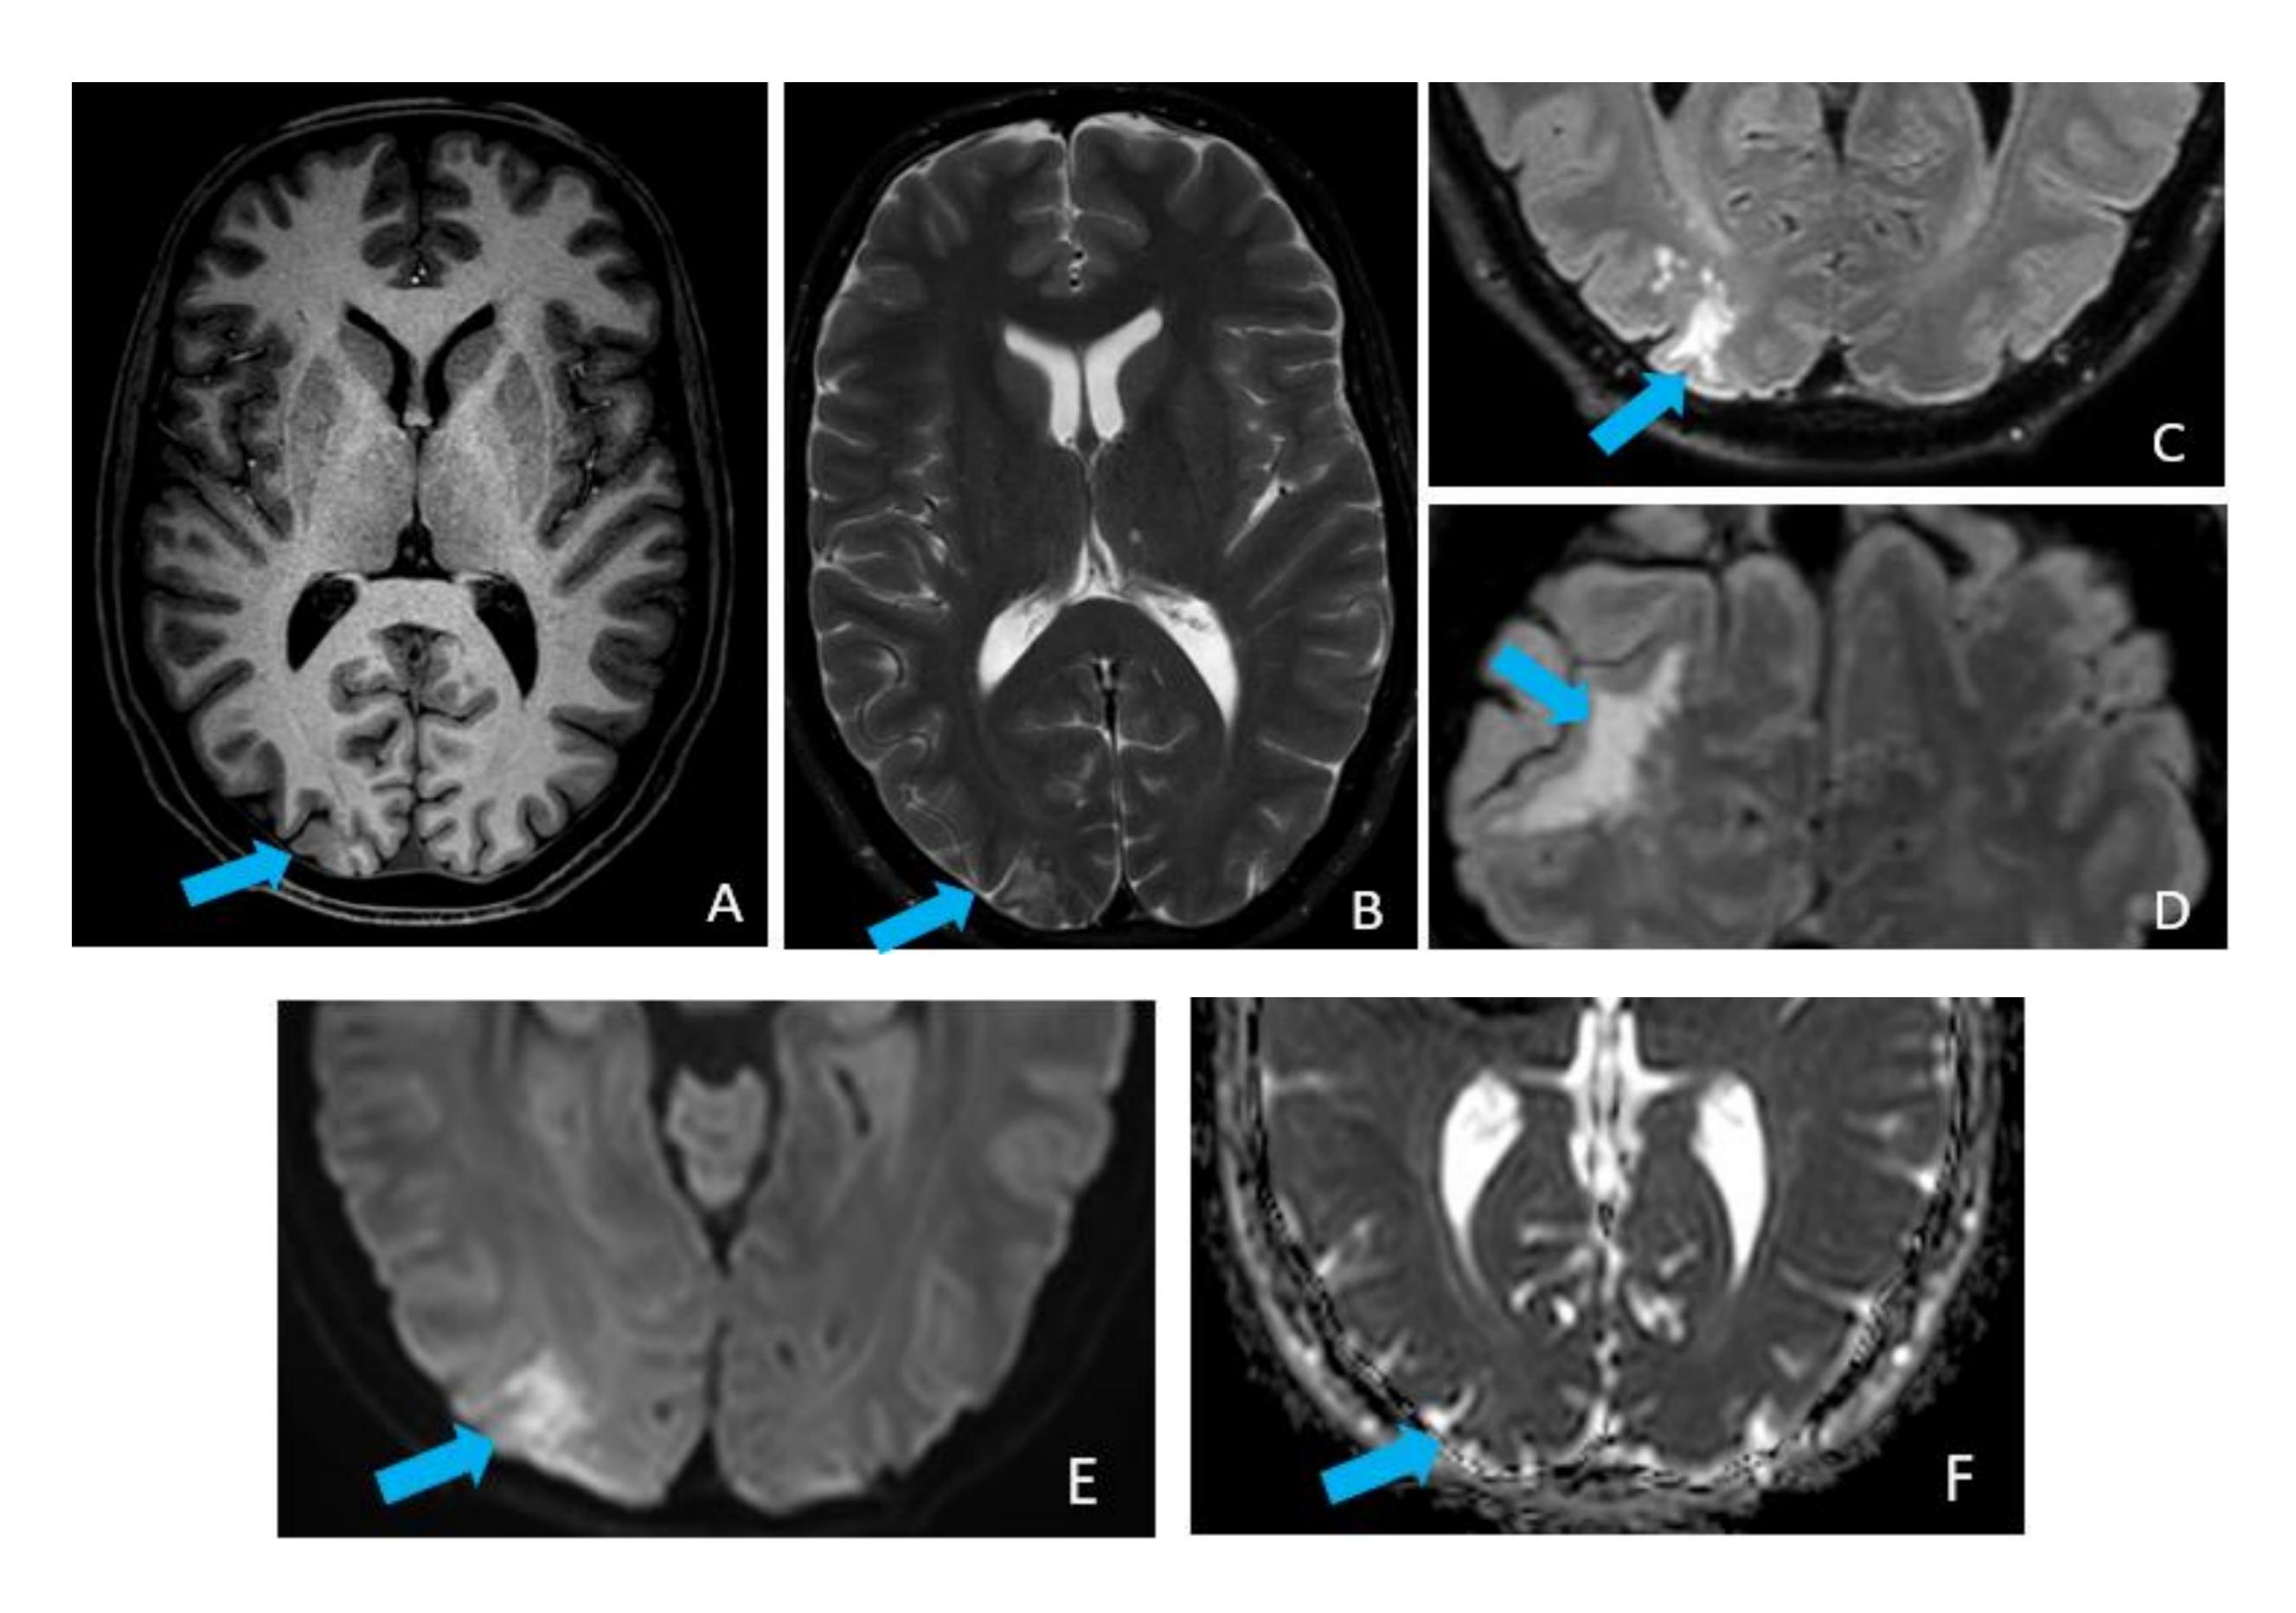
RM con secuencias axiales T1 (A), T2 (B), T2 FLAIR axial (C) y coronal (D), DWI (E) y mapa de ADC (F). En la RM se identificó un área de hiperseñal en secuencias T2/FLAIR en la convexidad yuxtacortical occipital derecha (giro occipital lateral), iso-hipointensa en T1 de aspecto "algodonoso" y con pequeñas áreas pseudonodulares, que no presenta restricción de la difusión, compatible con MVNT.
